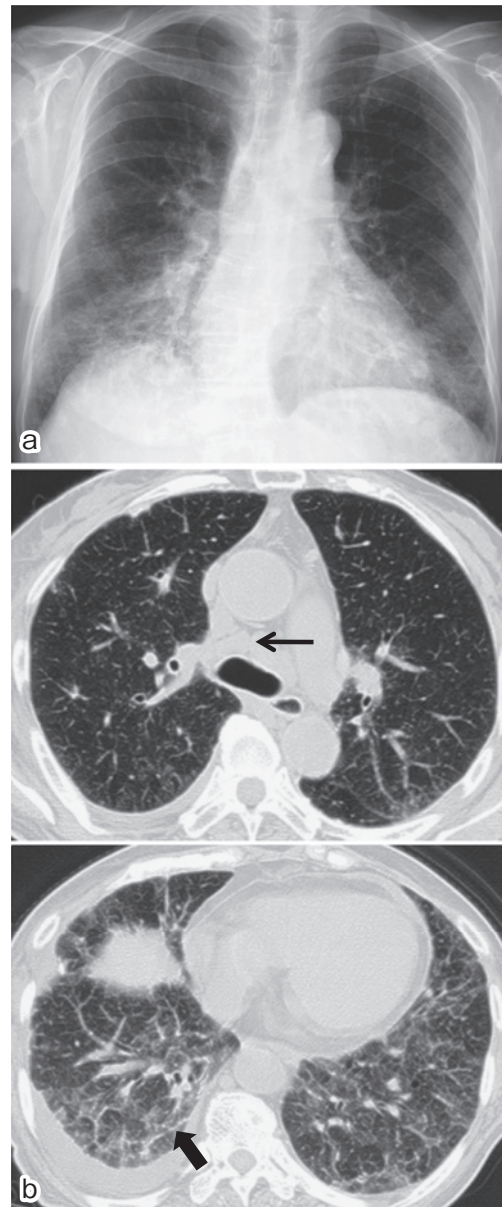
(a) A chest radiograph and (b) chest CT scan show thickening of bronchovascular bundles, interlobular septal thickening, curvilinear shadows (→), ground-glass opacities and reticular shadows in both lower lung fields with mediastinal lymph node enlargement (→) and right pleural effusion.
